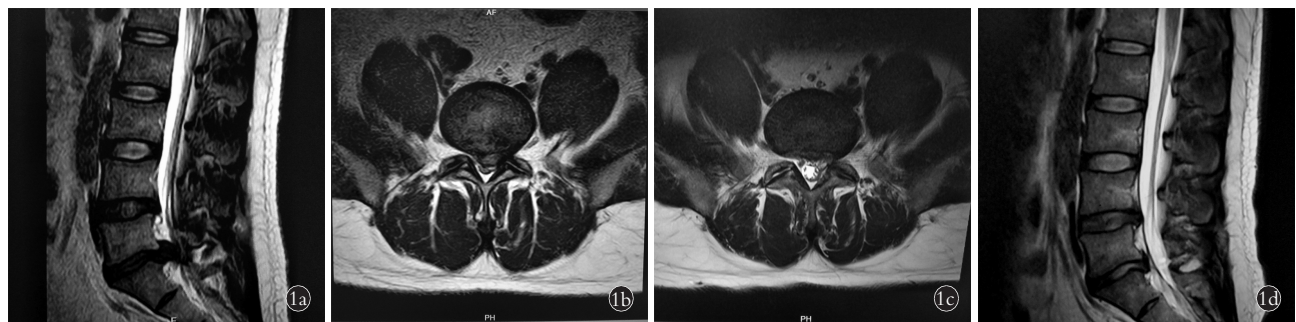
患者,男,27 岁,巨大型 L₅S₁ 腰椎间盘突出症 1a,1b. 术前 MRI 示 L₅S₁ 突出髓核组织巨大,马尾神经 Schizas 分级 C 级 1c,1d. 末次随访 MRI 示髓核组织彻底摘除,马尾神经 Schizas 分级 A 级 1e. 术中摘除髓核组织
